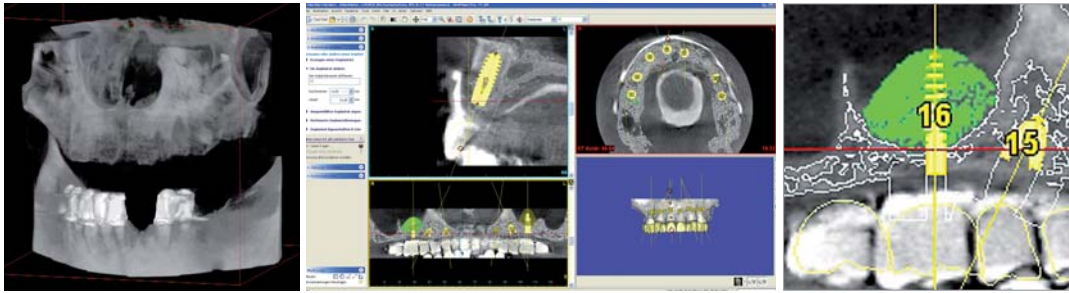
Präoperative Volumentomografie.–
